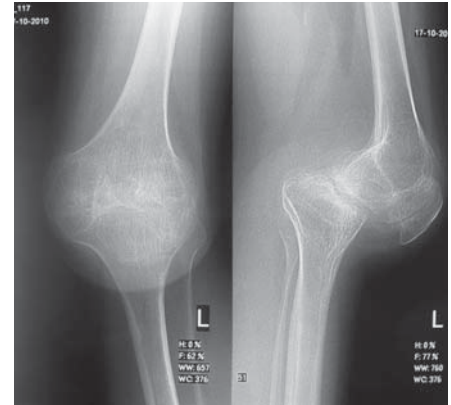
Рентгенограммы пациента 26 лет, с рентгено-картиной гемофилического посттравматического гонартроза левого коленного сустава IV стадии, заднего подвывиха проксимального отдела левой большеберцовой и малоберцовой костей.
